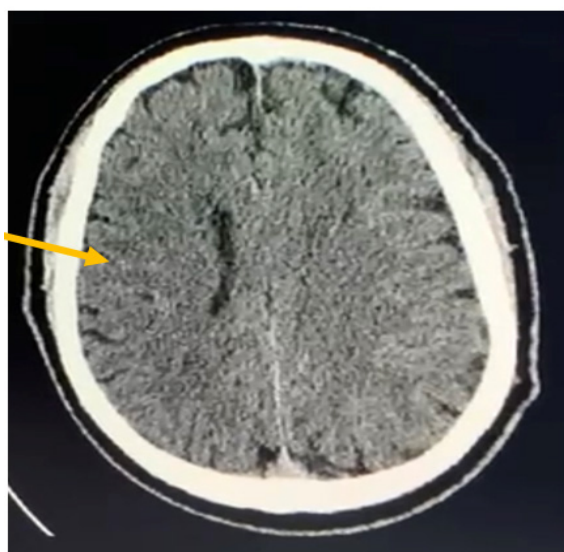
coupe axiale d'une TDM cérébrale sans injection montrant une hypodensité fronto-pariétale
